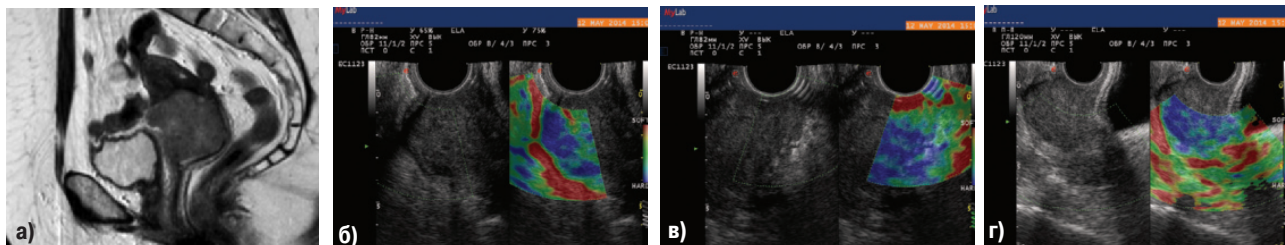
РШМ IIб стадии: а) на МРТ-скане прослеживается распространение опухоли за пределы шейки по передней стенке и на тело матки; б) задняя граница ШМ сохранена; в) по передней стенке нет типичного изображения сохраненной зеленой стромы и красной парацервикальной клетчатки – опухоль распространяется за пределы органа; г) переход неопроцесса на перешеек тела матки
